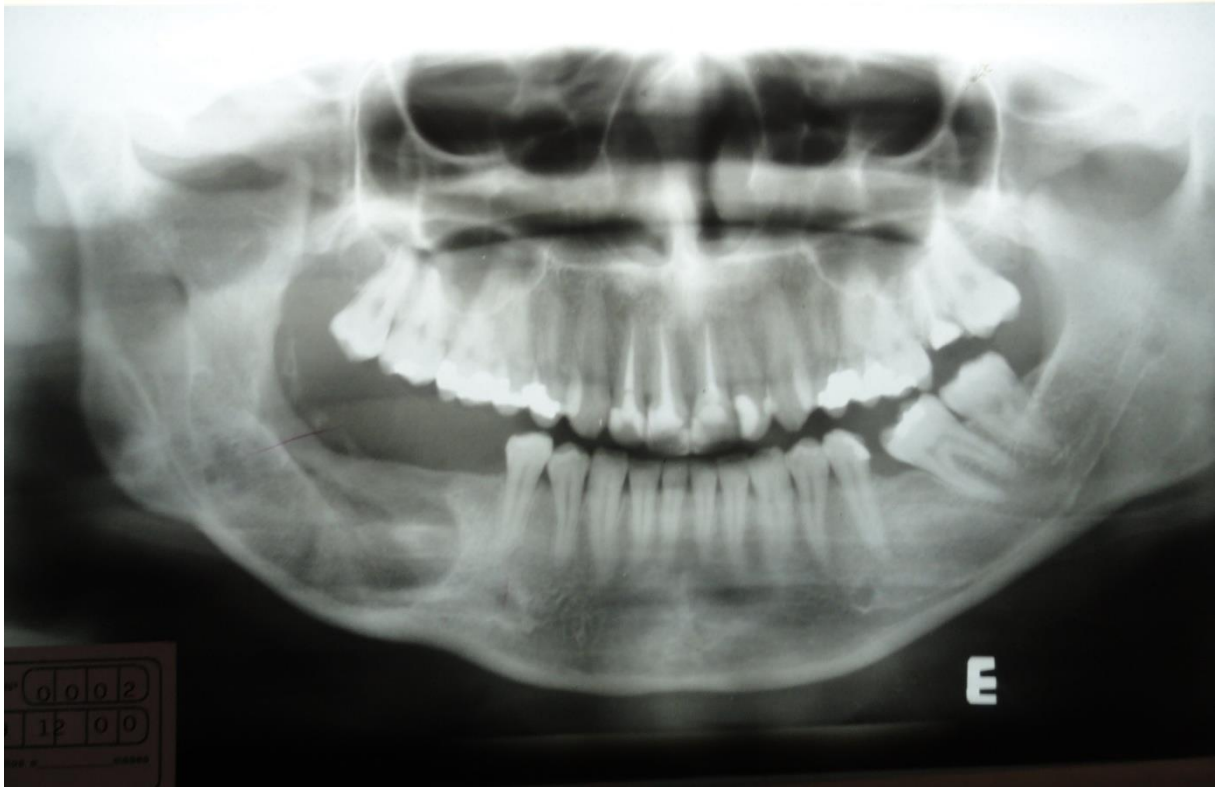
Radiografia de controle, 10 meses após curetagem e osteotomia
